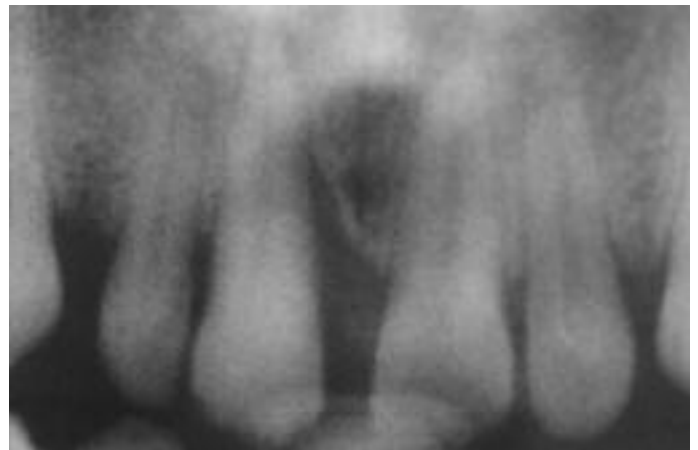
Das intraorale Röntgenbild zeigt das Ausmaß der parodontalen Schädigung des Zahnes 11
